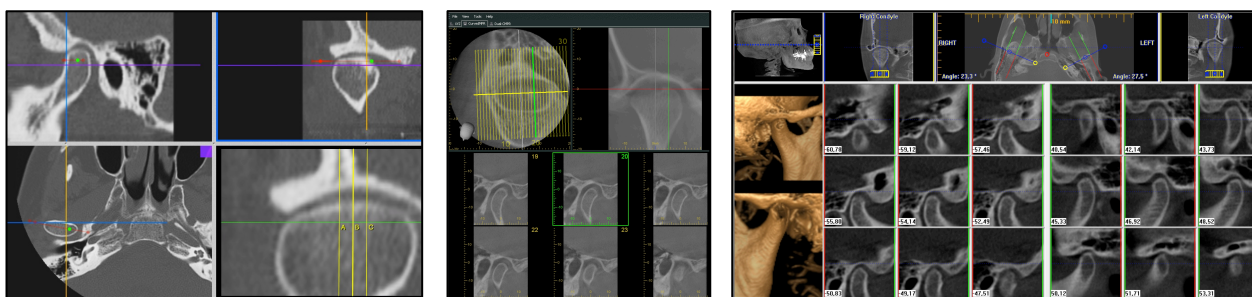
Reconstrucciones multiplanares 3D MPR para el estudio de ATM. Izquierda: Programa Osirix®. Centro: Programa OneVolumeViewer®, CBCT 3D Accuitomo. Derecha: Programa i-CatVision®, nótese en éste visión simultánea de ambas ATMs.
